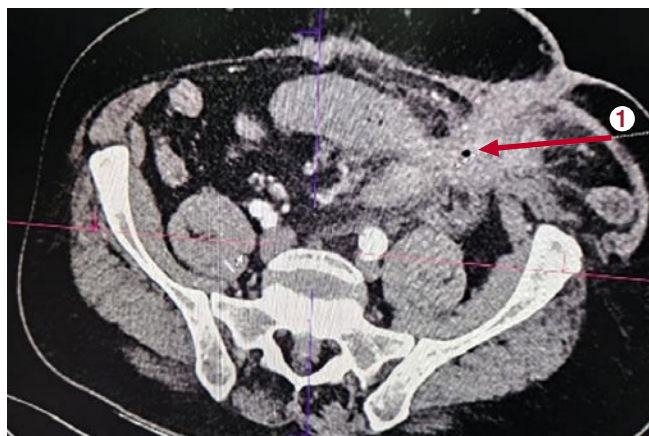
КТ органов брюшной полости и малого таза с наличием прикулевого абсцесса (а) после огнестрельного ранения нисходящей кишки и операции Гартмана.
